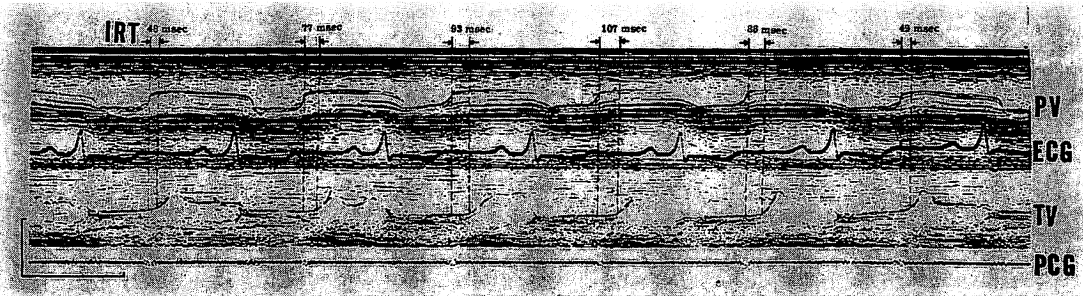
Bidirectional echocardiogram of PV and TV recorded from a patient with cor pulmonale, showing the marked respiratory changes in the IRT and the DE slope of TV.
